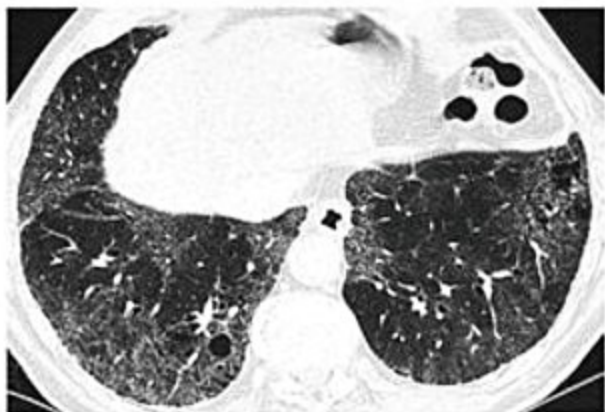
Tomografia computadorizada de tórax de alta resolução de paciente tabagista portador de pneumonia intersticial descamativa demonstrando áreas em vidro fosco e bronquiolectasias de tração bilaterais, de predomínio em bases.
